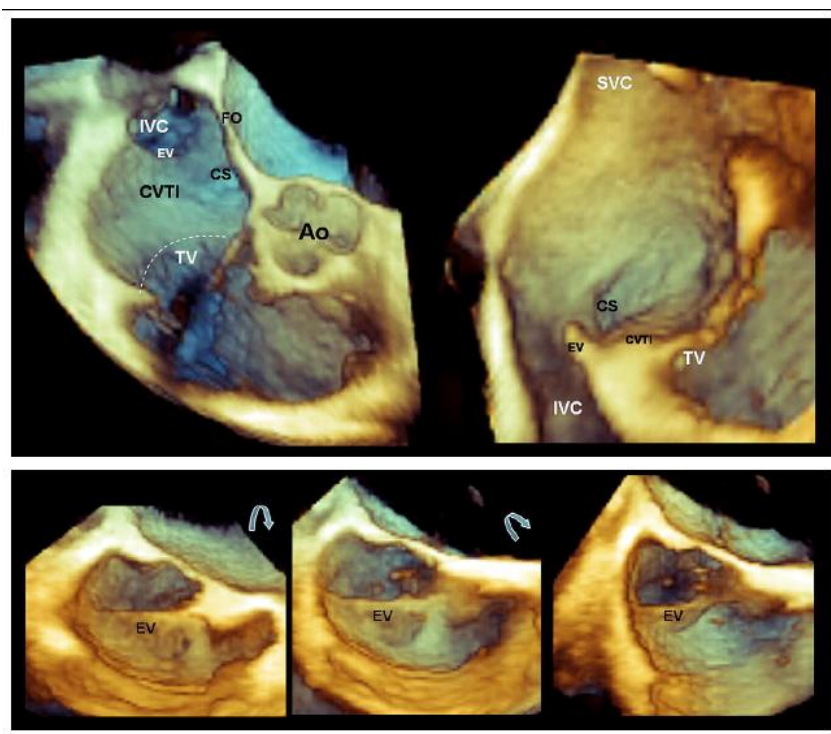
下腔静脉-三尖瓣环峡部(CVTI)的三维经食管超声心动图的鸟瞰观（右上），该成像类似于左前斜位透视投影。一个垂直视角观下腔静脉-三尖瓣环峡部(CVTI)自腔静脉瓣(EV)到白色点线间标定三尖瓣(TV)附着线的界线（左上）。腔静脉瓣(EV)（左下）放大的三维超声心动图鸟瞰观上瓣膜的上边缘可被很好的显示出来。轻度旋转探头，其下缘也能被很好的显示（下中及右下）。
